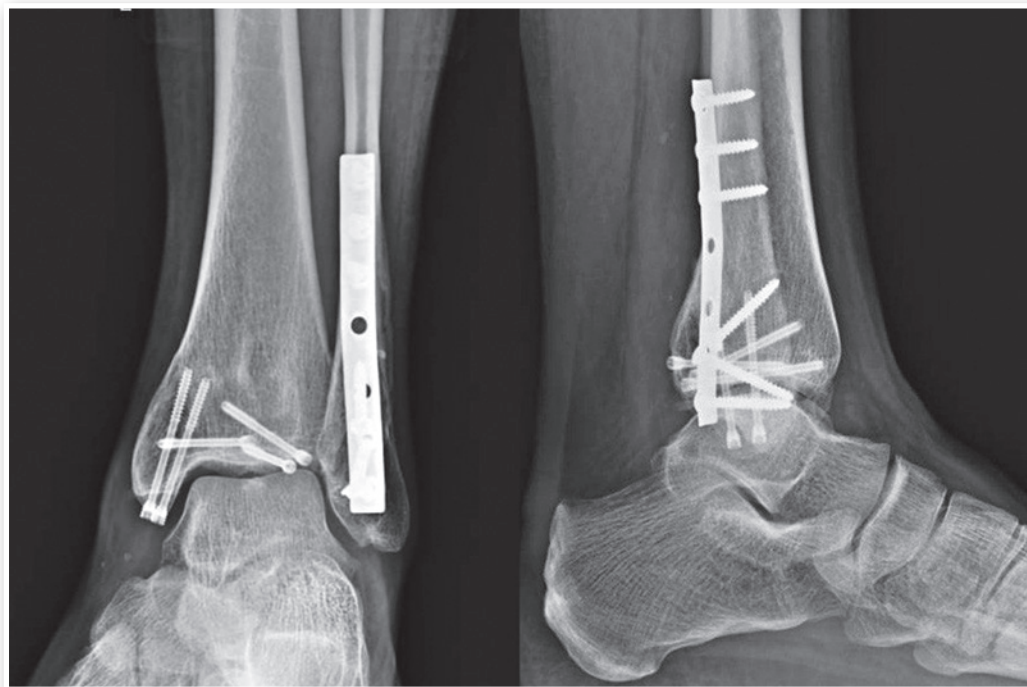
Radiografias do tornozelo esquerdo 16º mês pós-operatório nas incidências em anteroposterior (AP) e perfil.
